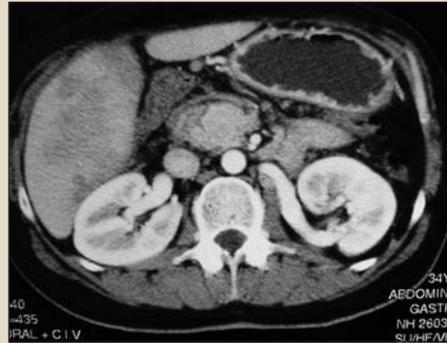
Tomografía computarizada abdominal con contraste endovenoso en la que se aprecia la ausencia de contraste en el eje espleno-mesentérico secundario a trombosis vascular
